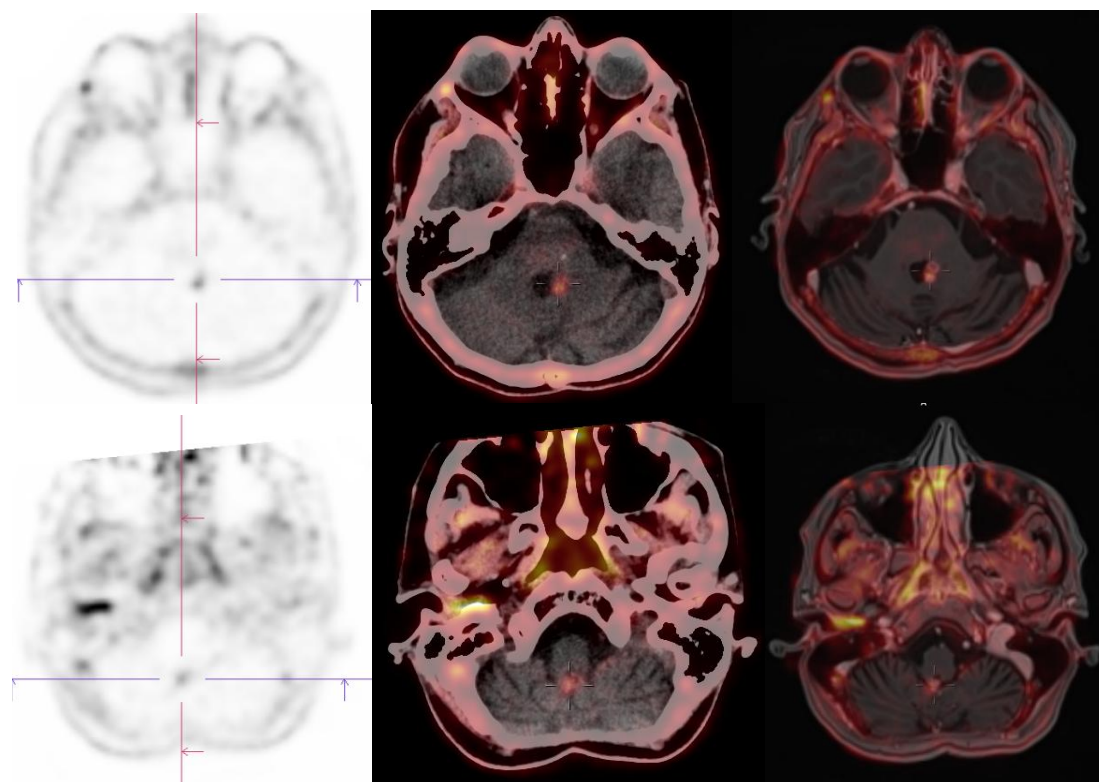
PET cerebral con ^{18}F -FCH. Correlación multiplataforma de dos focos hipercaptantes mediante imágenes PET, fusión PET/CT y fusión PET/RM. Fila superior: foco hipercaptante localizado en el IV ventrículo. Fila inferior: foco hipercaptante localizado entre el vermis cerebeloso y el bulbo raquídeo.
